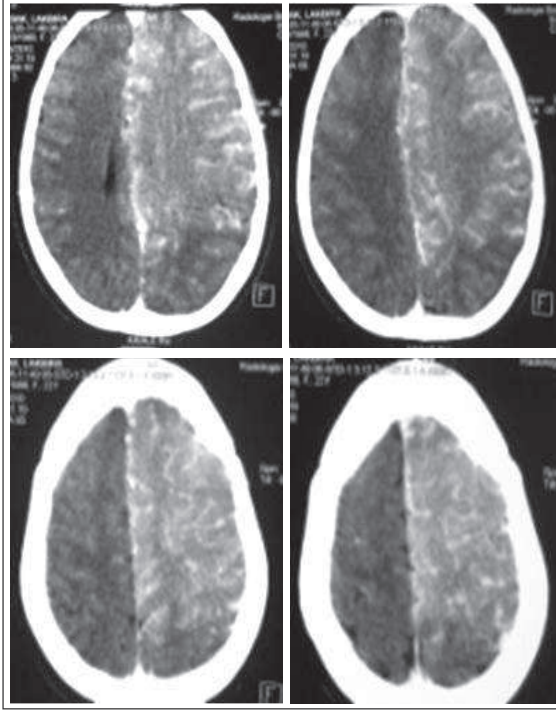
TDM cérébrale injectée objectivant une prise de contraste intense à gauche
